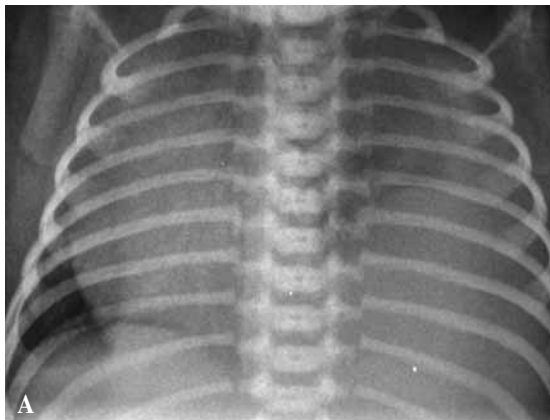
Caso 4: Rx torax con hidrotórax izquierdo y condensación pulmonar del mismo lado. TAC con contraste: arteria aberrante sistémica que irriga la masa hemitorácica izquierda compatible con SP.
